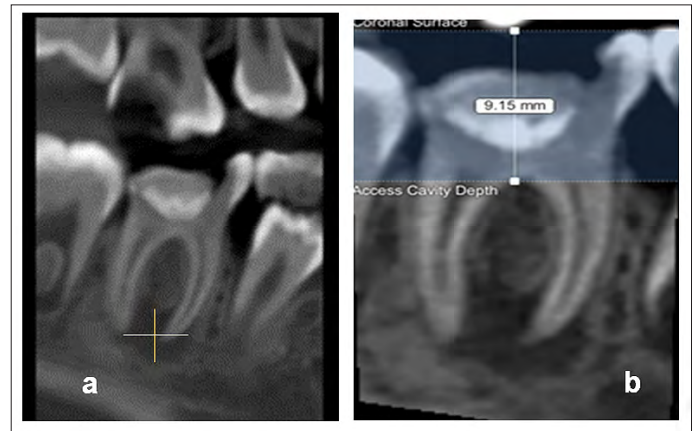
a). Corte tomográfico (Fov 5X5) del diente 4.6, b) Imagen analizada en software 3D Endo donde se observa la presencia de lesión periapical.
